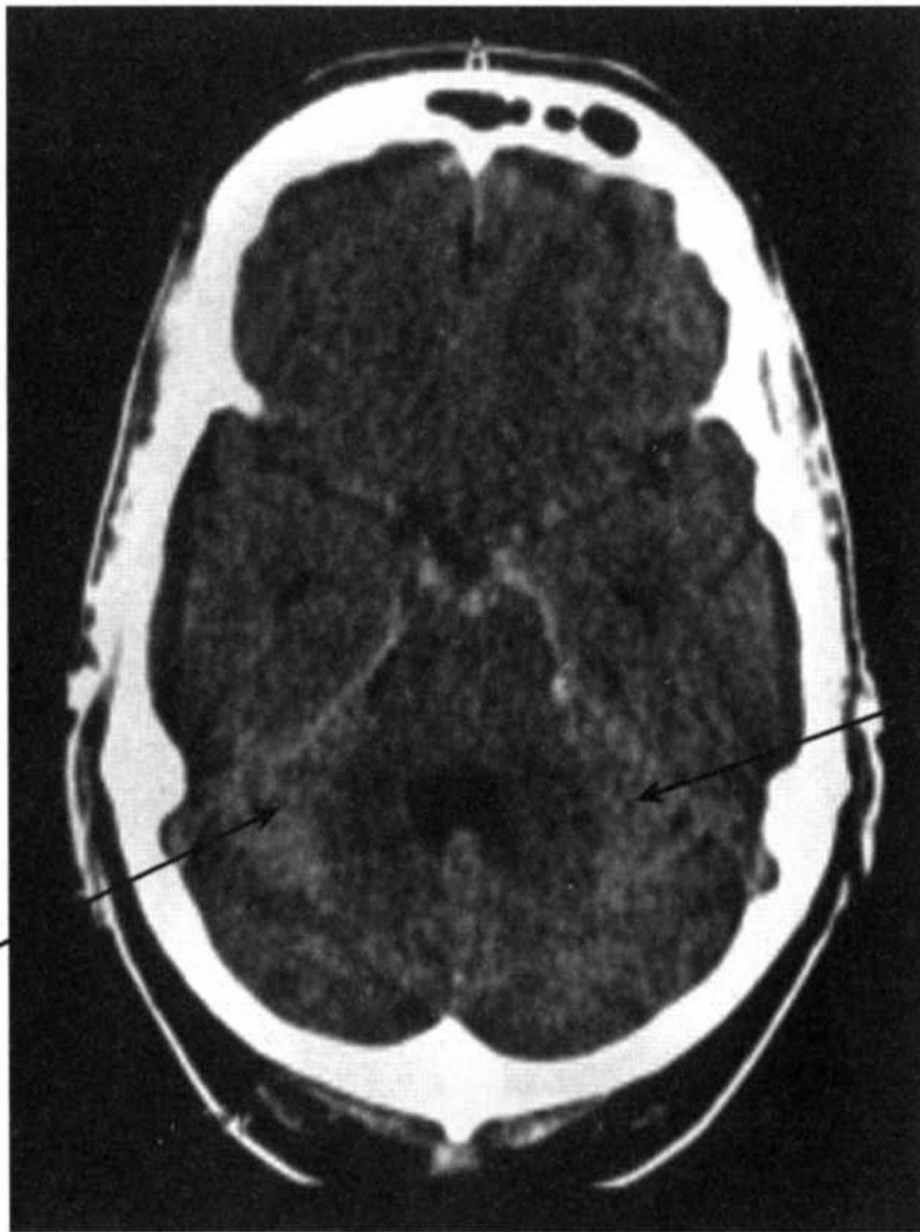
КТ при остром субарахноидальном кровоизлиянии. С двух сторон в задней черепной ямке, над полушариями мозжечка ликвор имеет повышенную плотность из-за наличия в нем крови (стрелки)
